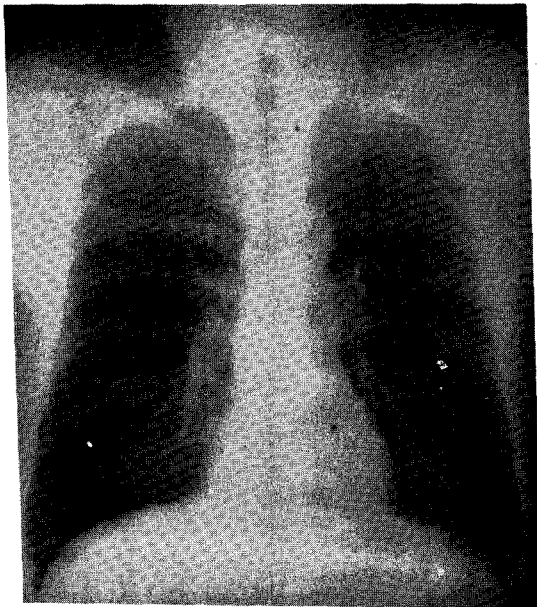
Control chest roentgenogram 3 months after erythromycin treatment, showing partially improved multiple micronodular shadows in bilateral lower lung fields.
